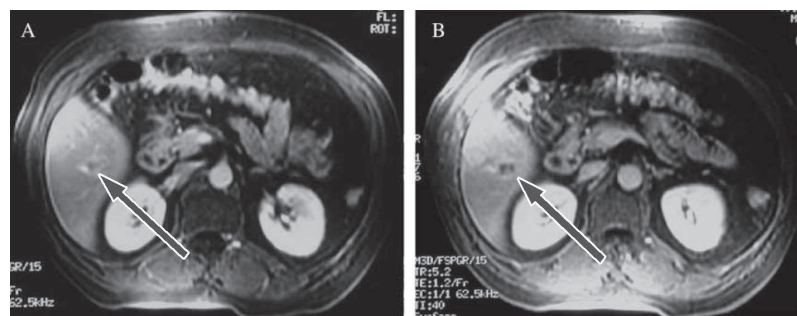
Images IRM T1 du foie lors d'un traitement externe par ultrasons focalisés a) préopératoire b) post-opératoire (après 2 semaines). L'emplacement de la tumeur est indiqué en rouge. Images issues de [Kennedy et al., 2004].
